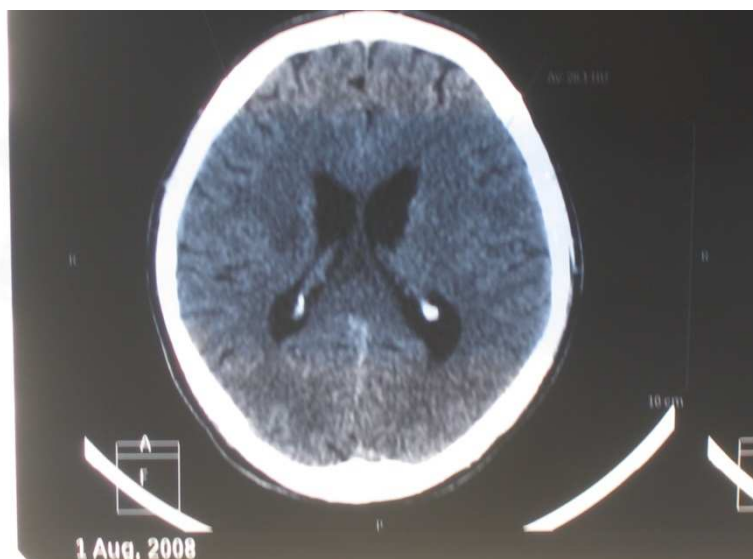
МСКТ головного мозга. Участок ишемии в базальных ядрах справа у больного ВИЧ-ассоциированным туберкулезом ЦНС
